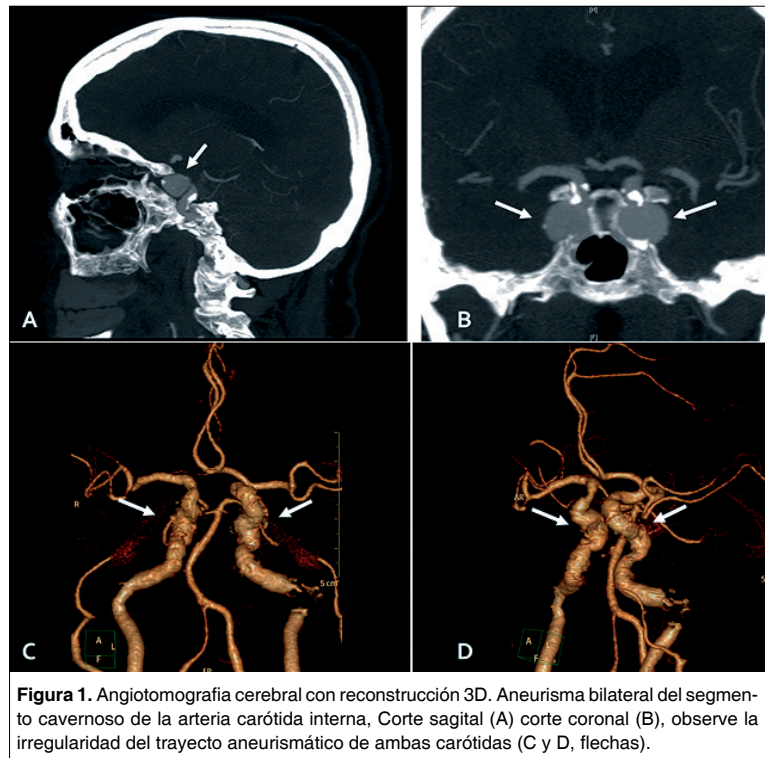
Angiotomografía cerebral con reconstrucción 3D. Aneurisma bilateral del segmento cavernoso de la arteria carótida interna, Corte sagital (A) corte coronal (B), observe la irregularidad del trayecto aneurismático de ambas carótidas (C y D, flechas).
